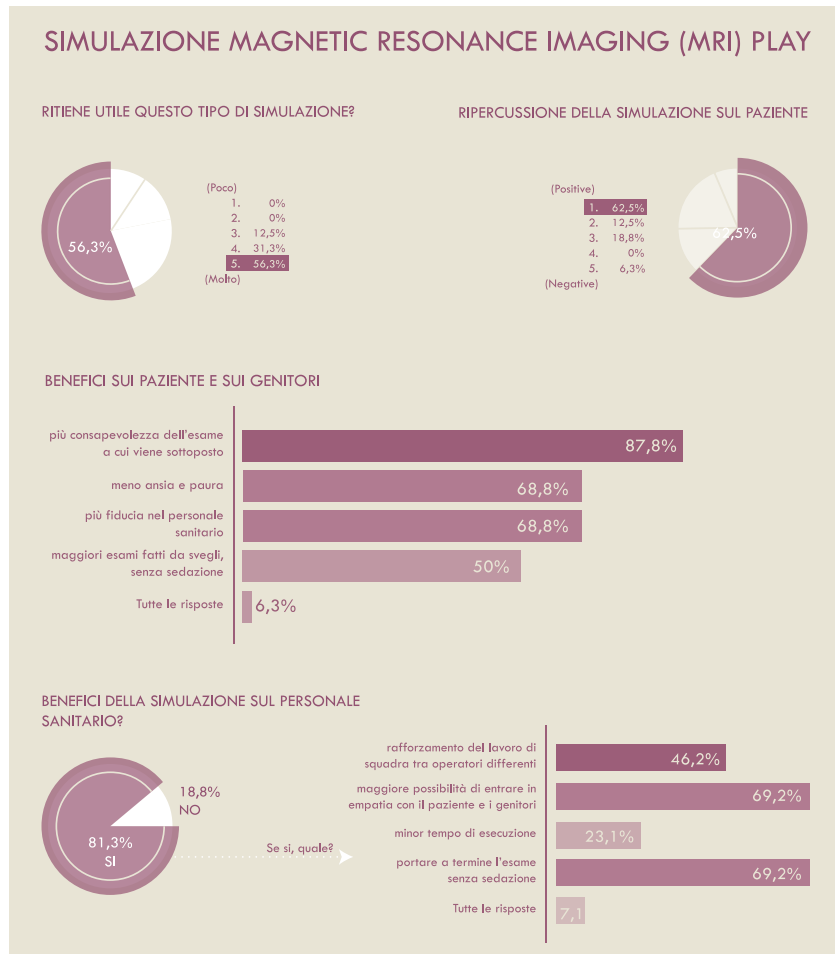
Risultati relativi alla valutazione della Simulazione MRI play.
